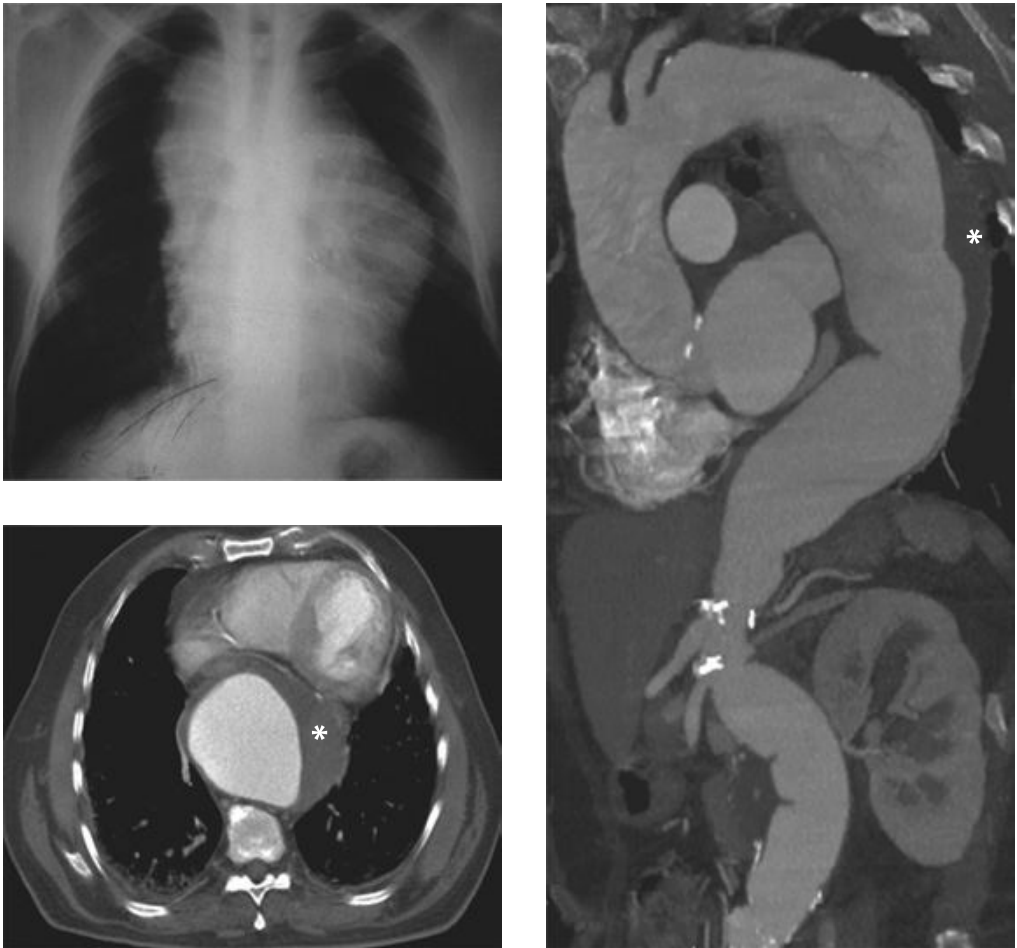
Estudo pós-trauma por acidente automobilístico. Radiografia de tórax demonstrando alargamento do mediastino por volumoso aneurisma. Angiotomografia computadorizada demonstrando a expansão do aneurisma e o hematoma (*) parietal pós-traumático
